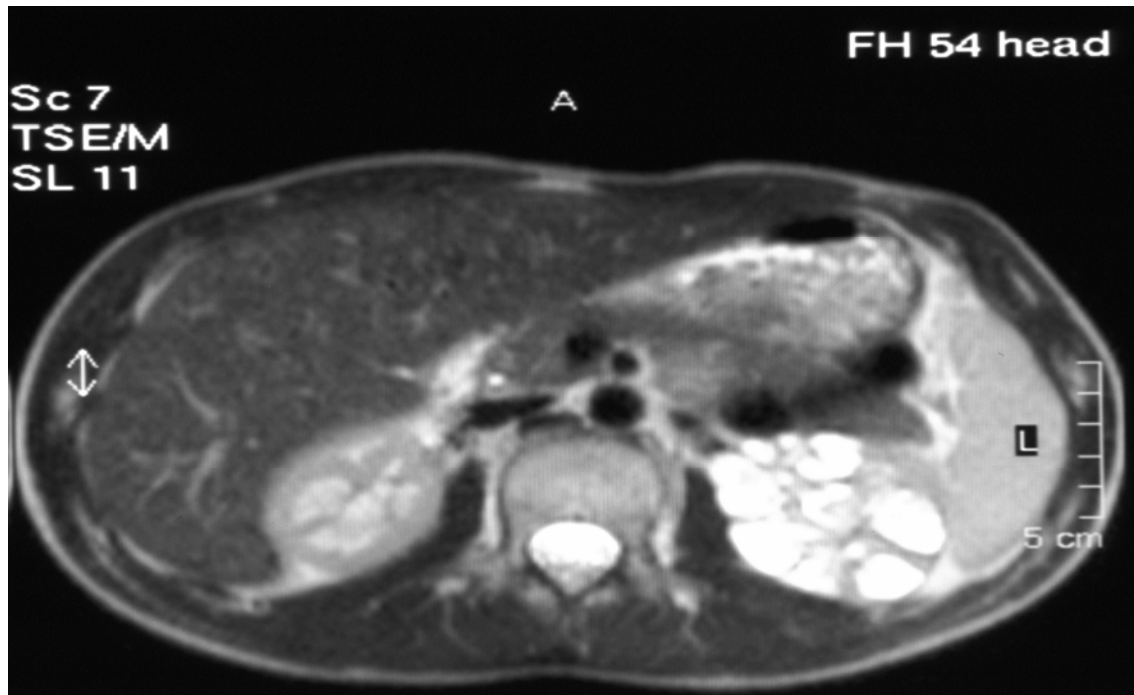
Kontrastmittel-MRT
